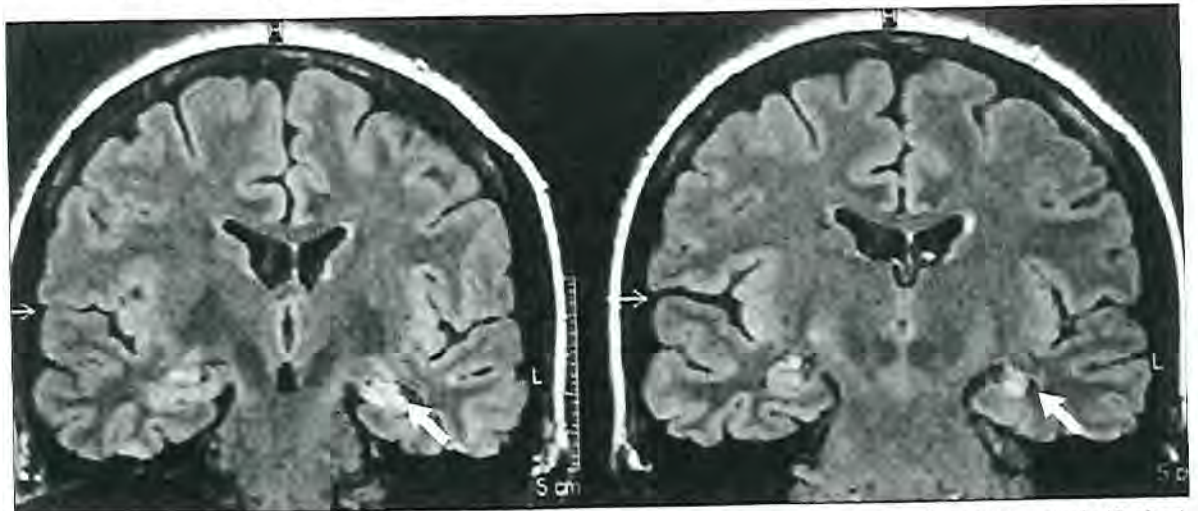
Resonancia magnética (sección coronal) en la que se aprecia esclerosis temporal mesial izquierda (flechas). Nótese que la imagen muestra las coordenadas radiológicas según las cuales el hemisferio izquierdo se representa a la derecha, y viceversa.
